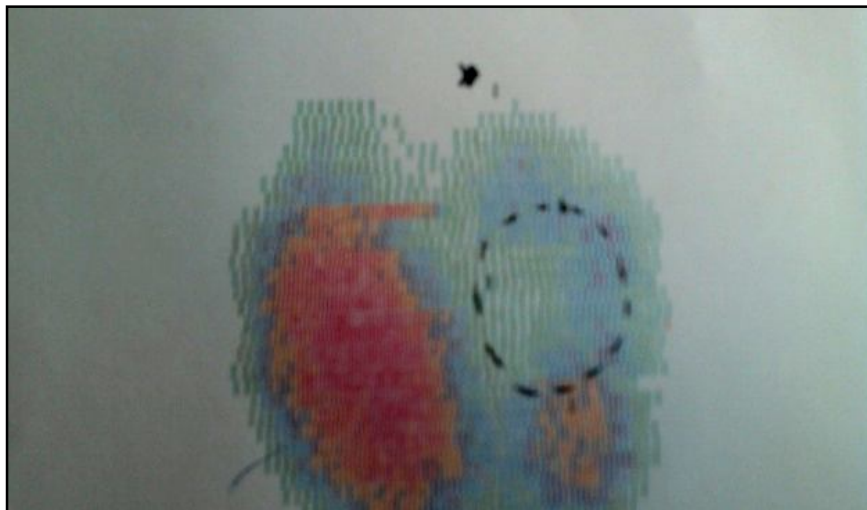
une scintigraphie montrant une lacune médiolobaire gauche créée par un nodule froid
